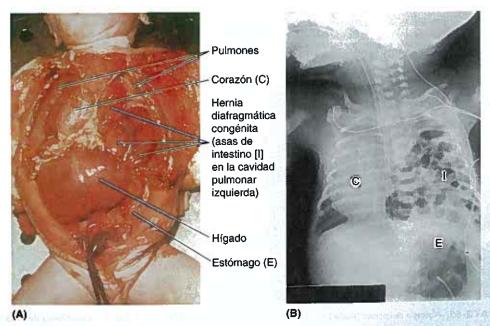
Hernia diafragmática congénita. A. En una autopsia. B. En la radiografía de un recién nacido.
